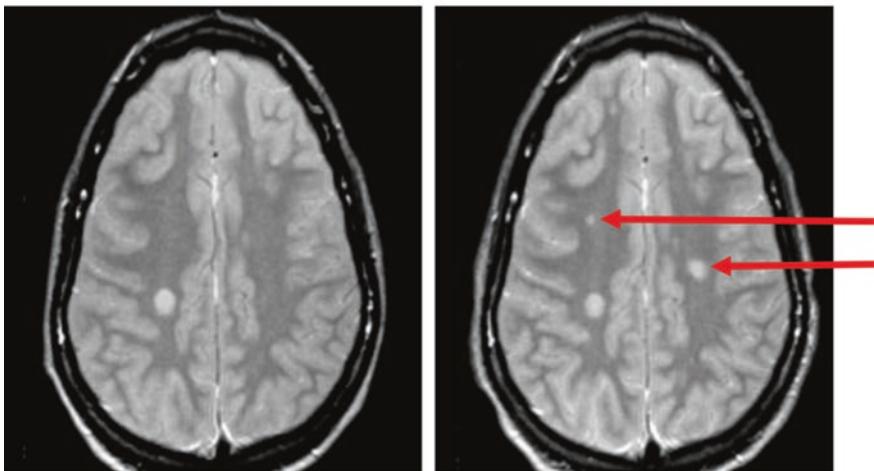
MRT-Verlaufskontrolle in T2-PD: links ein MS-Herd, rechte im zeitlichen Verlauf zwei neue Herde
